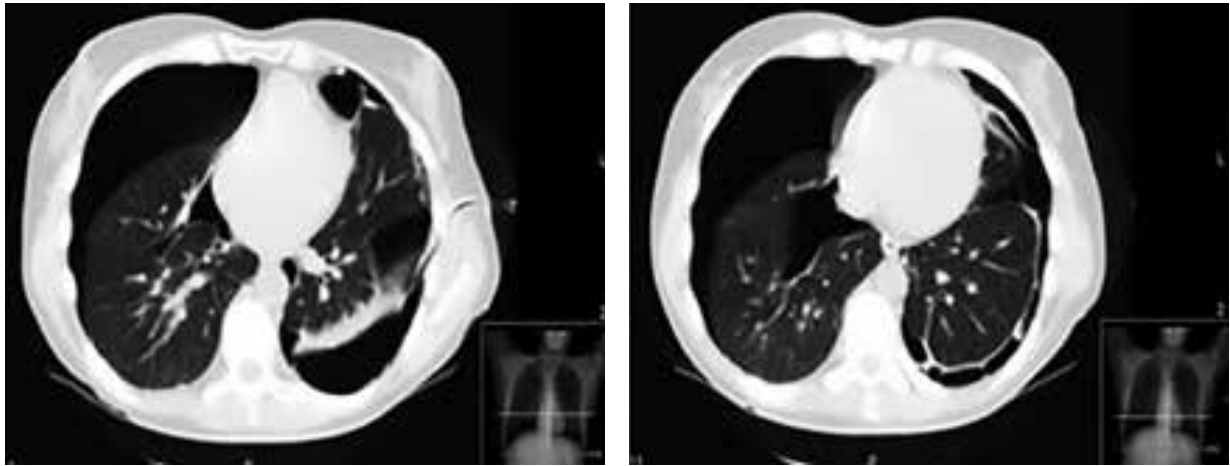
TC demonstrando um pneumotórax bilateral exuberante, com septações e espessamento pleural por aderências, mais exuberante no lado esquerdo, e atelectasia do segmento apical do lobo inferior esquerdo de localização subpleural.
